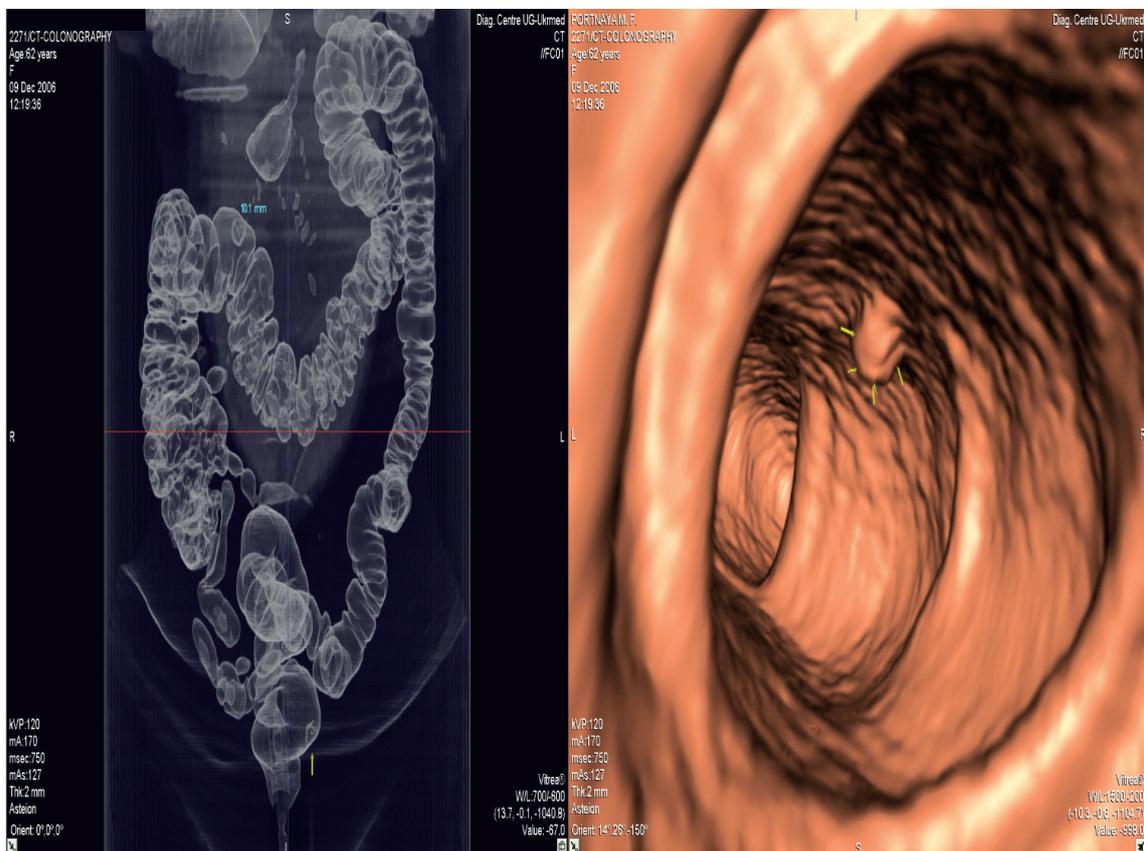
Виртуальная КТ-колоноскопия (полипы прямой кишки).
